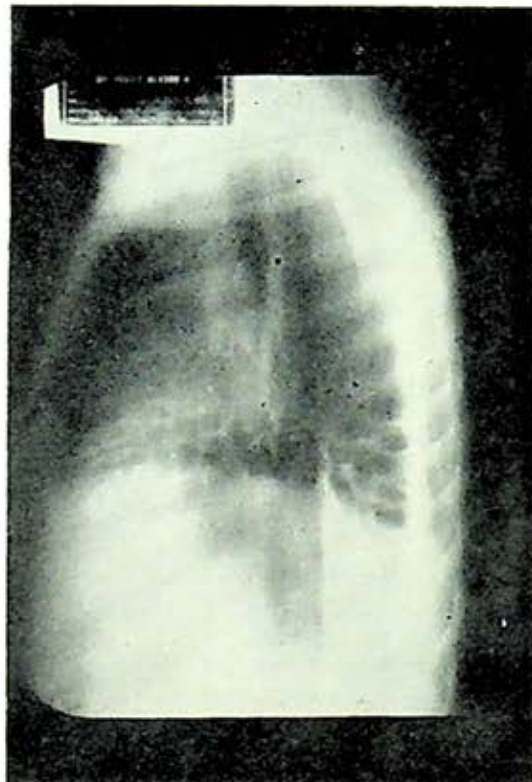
Las tomografías muestran que la imagen en panal de abejas no sólo corresponde al lóbulo medio, sino además al inferior; en este plano se ven afectados los segmentos basales anterior, lateral y posterior (plano muy superficial).
